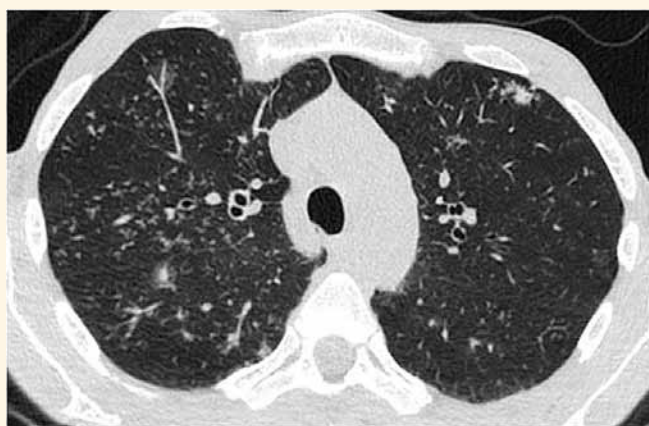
Пациент П. КТ органов грудной клетки (от 12.08.2020 г.): картина диссеминированного туберкулеза легких, двусторонняя вирусная пневмония COVID-19 в фазе рассасывания
